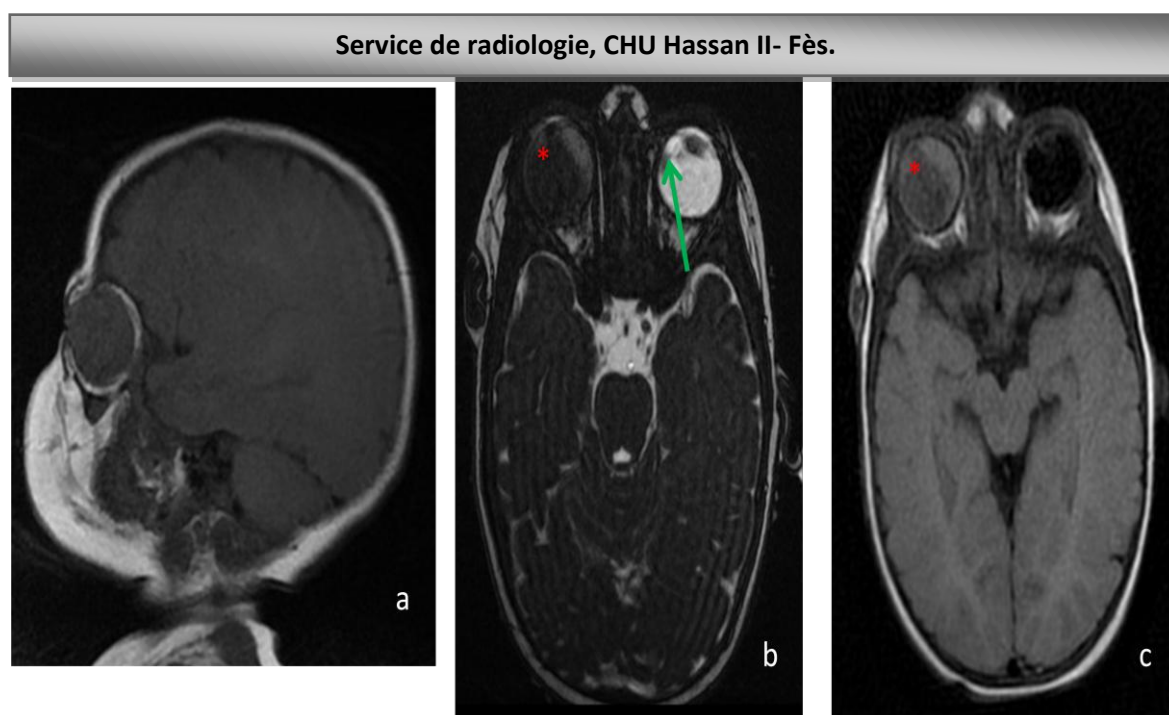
IRM cérébro-orbitaire faite chez un nourrisson âgé de 1 mois et demi qui présente
